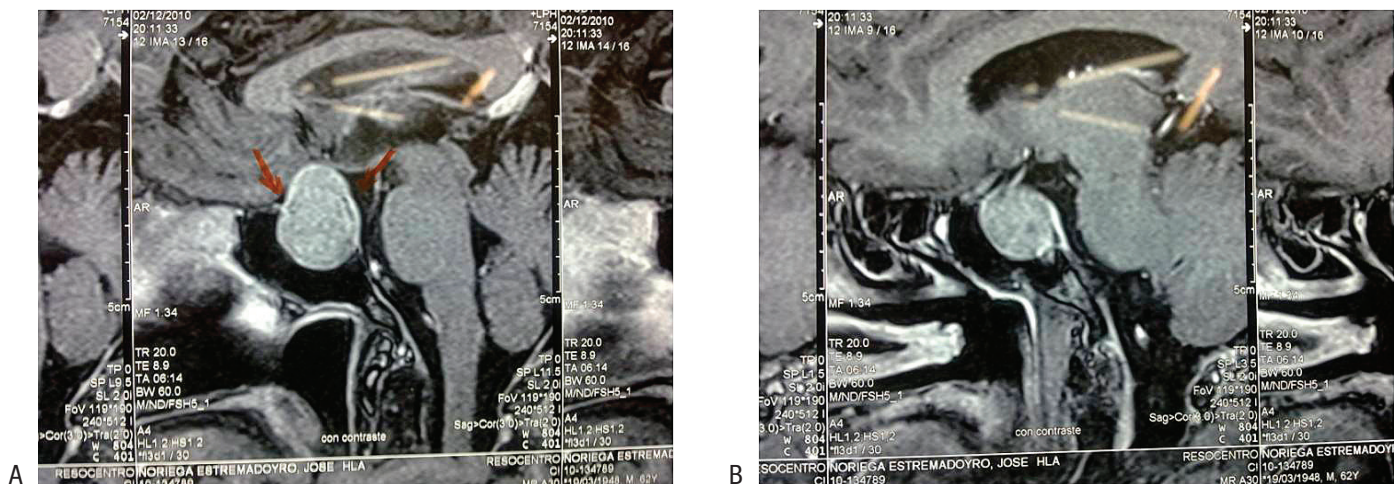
RMN cerebral con contraste con tumoración hipofisiaria antes (A) y después de la cirugía (B).
